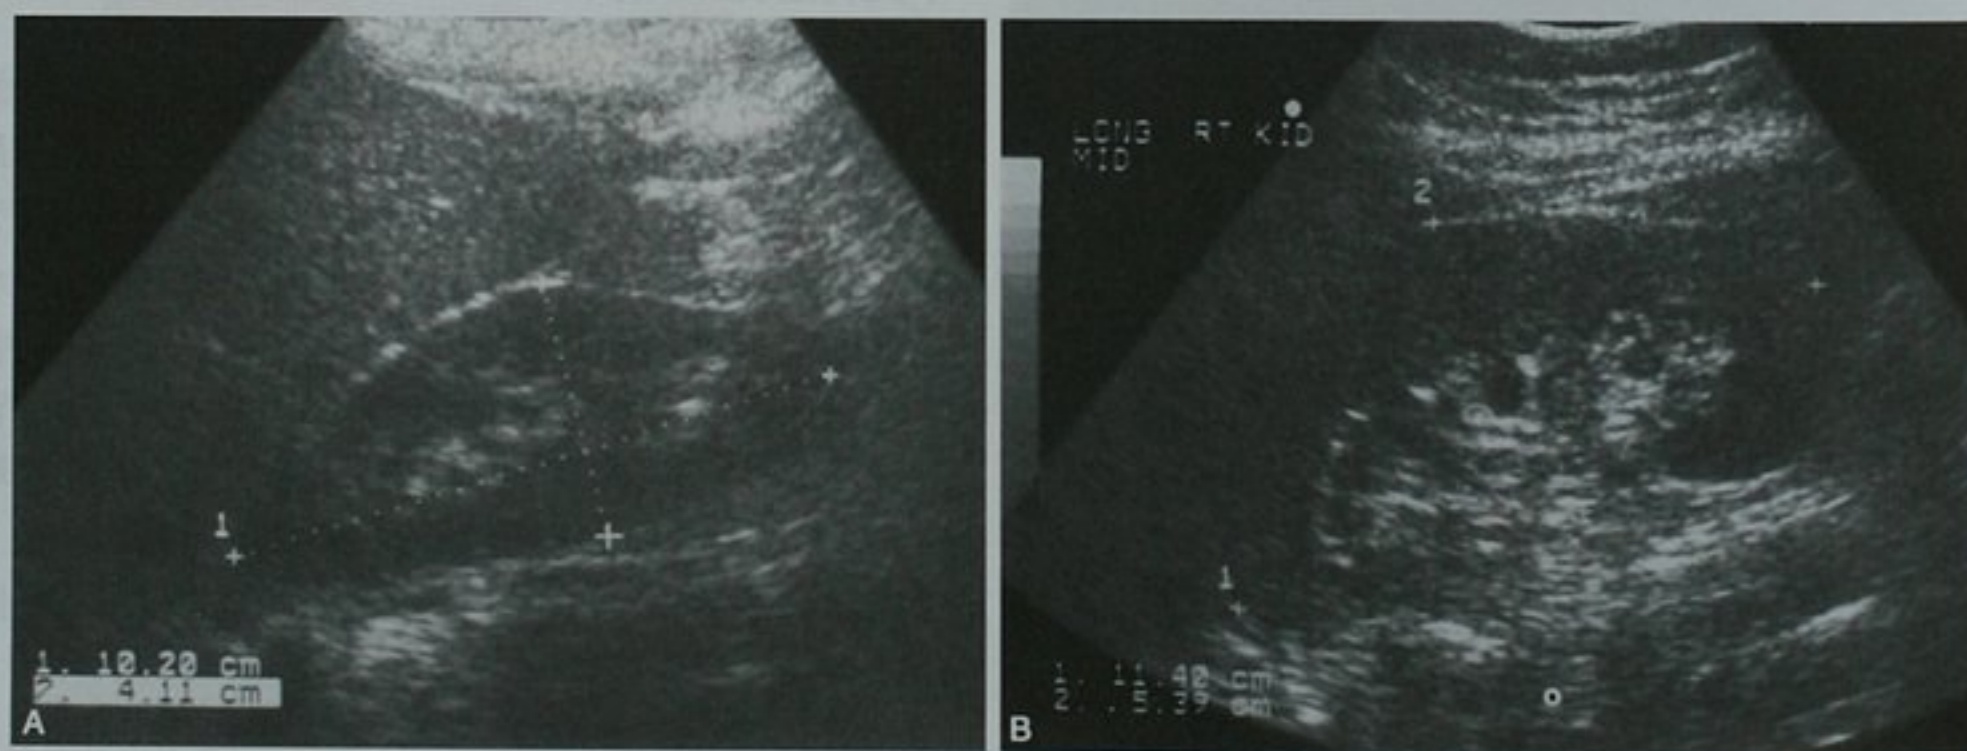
急性肾盂肾炎引起的单侧肾脏光滑增大。A. 右上腹超声检查、正常肾脏超声表现;B. 该病例患急性肾盂肾炎 1 个月后,显示单侧肾脏增大超过 1cm,同时两极变圆钝
